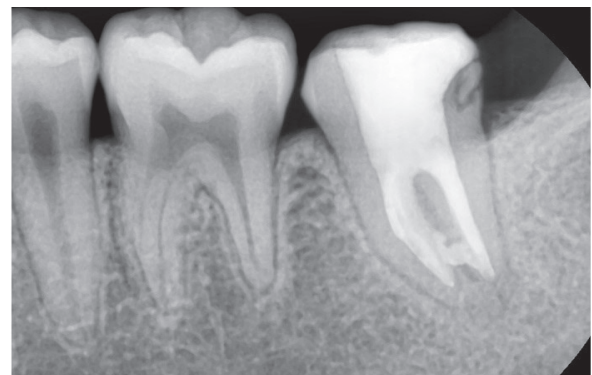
5년 후의 치근단방사선사진. 원심면에 치아우식이 관찰된다.
